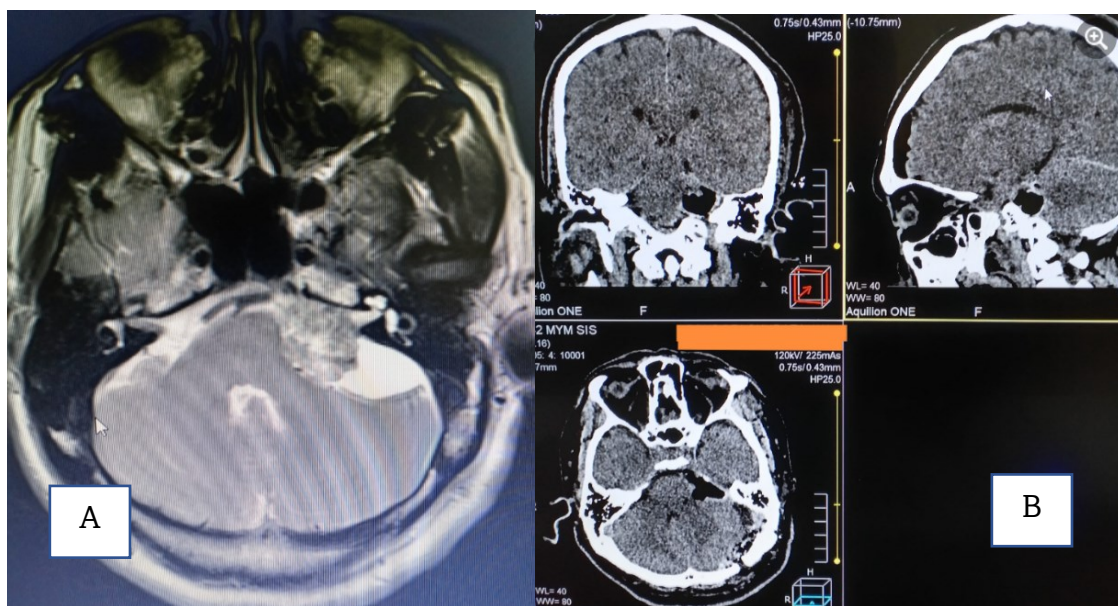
A. Resonancia magnética preoperatoria de schwannoma vestibular izquierdo. B. Imágenes postoperatorias de schwannoma vestibular en el mismo paciente.
